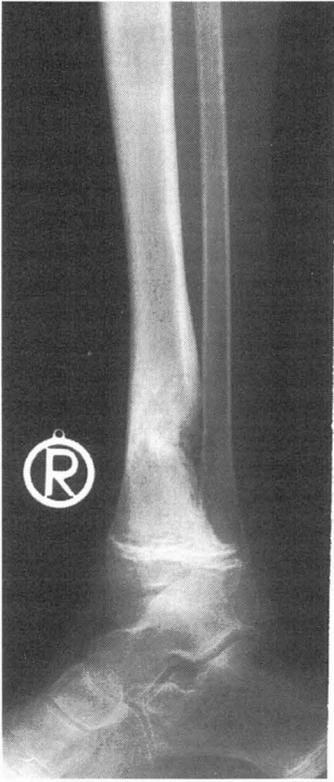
Röntgenbild des rechten Unterschenkelknochens bei einem 13-jährigen Knaben mit Zerstörung des unteren Tibiaknochens durch ein EWING-Sarkom.
